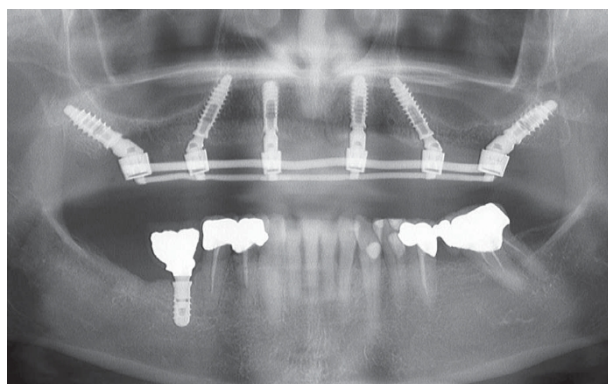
Radiografía panorámica a los 3 meses de la carga
